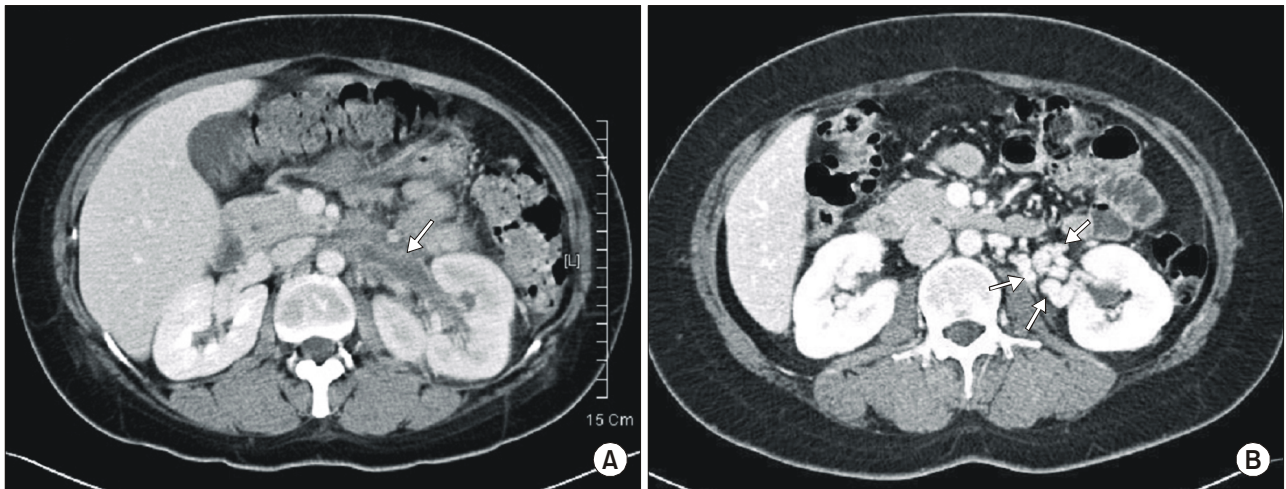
(A) Computerized tomography shows a 1.3x6.1cm sized thrombus (arrow) in the left renal vein. (B) Follow-up computerized tomography shows persisting obstruction of the left renal vein with collateral venous drainages (arrows).
